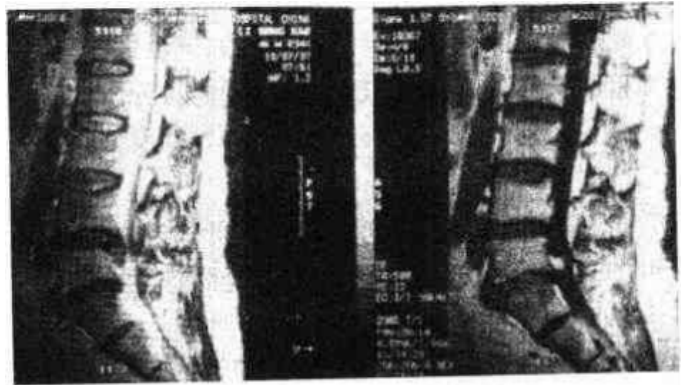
MRI 示 $L_{4,5}$ 椎间盘突出
